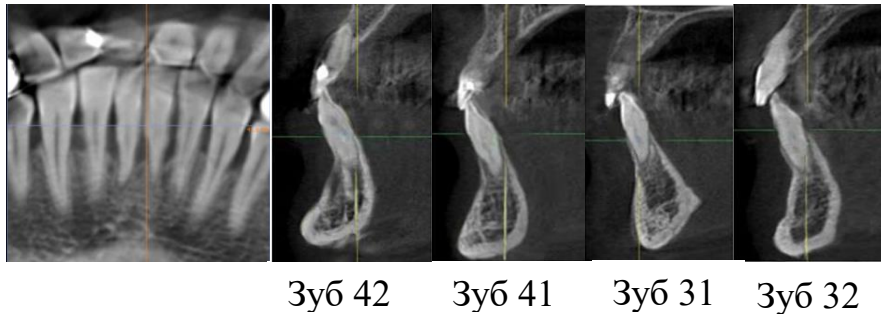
Фрагменти зображень на моніторі при аналізі КТ нижньої щелепи до імплантації (сагітальна фронтальна площина розрізу).
